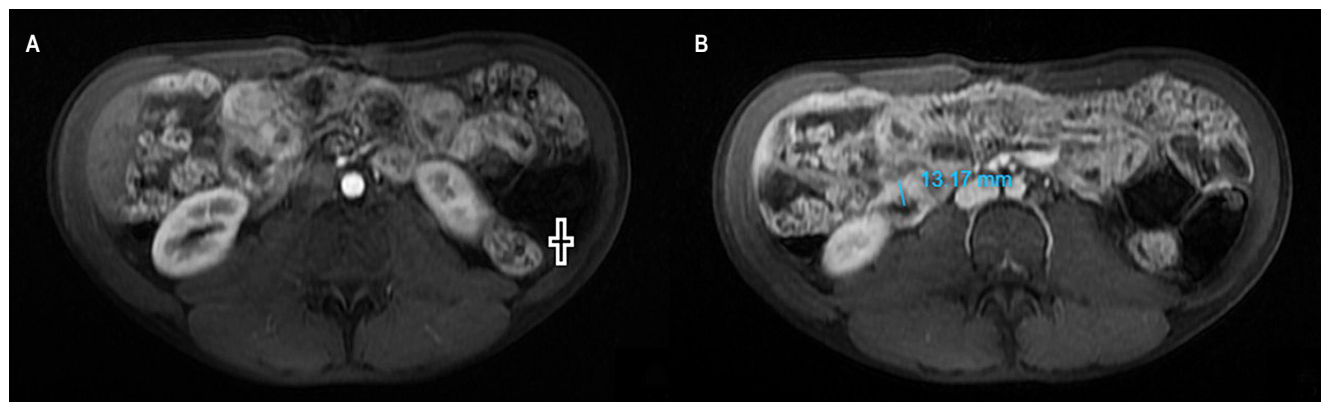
Enterorresonancia con contraste. A. En fase arterial: engrosamiento del íleo (+). B. En fase portal: engrosamiento del íleo con pared de 13 milímetros. Imagen propiedad de los autores.
